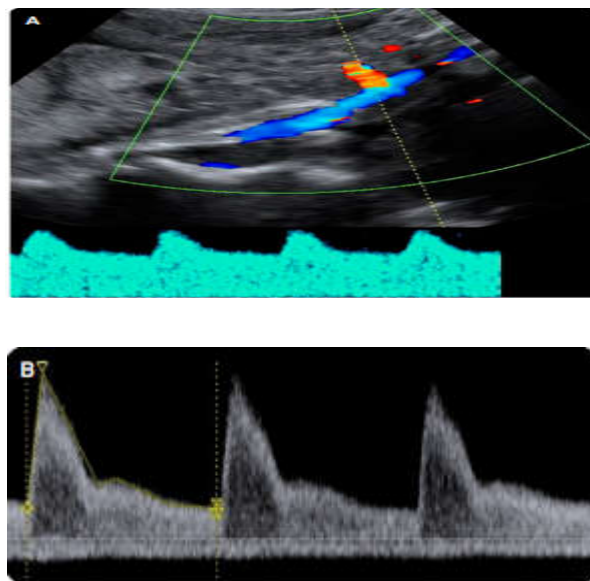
aspect doppler normal et pathologique de l'artère utérine A, Normal and B anormale uterine artery Doppler flow SMFM, Doppler
